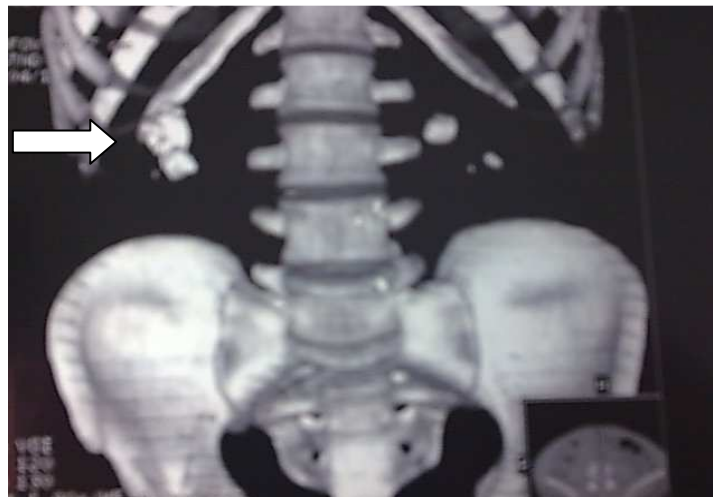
Uro TDM de reconstruction montrant un coralliforme droit associé à des calculs rénaux gauches
